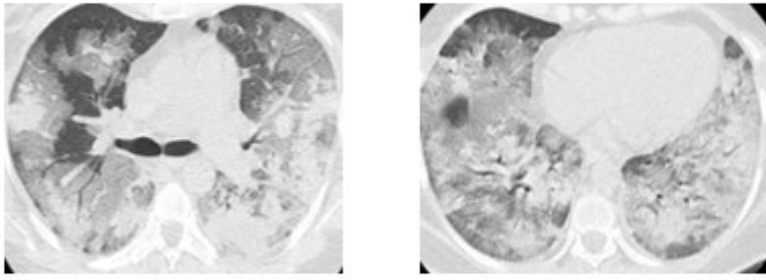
Paciente I Masculino 64 años, TAC a las 3 semanas aproximadamente; infiltrado en vidrio esmerilado bilateral con signos de fibrosis e imágenes cavitadas en LSD
